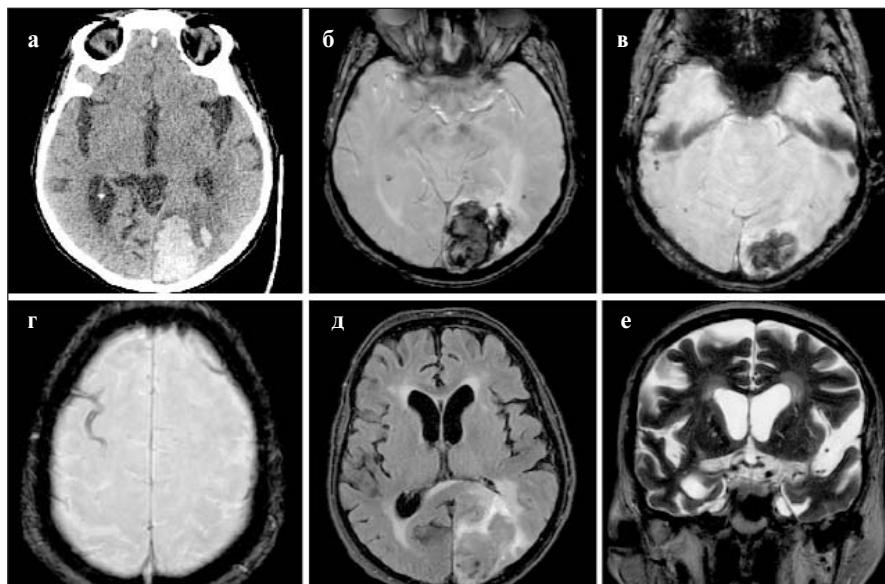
ВМК на фоне вероятной ЦАА у пациентки 74 лет: а — КТ. Гематома левой затылочной доли; б, в — МРТ в режиме SWI. Гематома и подкорковые долевые ЦМК; г — МРТ в режиме SWI. Фокальный КПС; д — МРТ в режиме FLAIR. ГВВ с лобно-затылочным градиентом; е — МРТ в режиме T2. Расширенные ПВП подкоркового белого вещества
